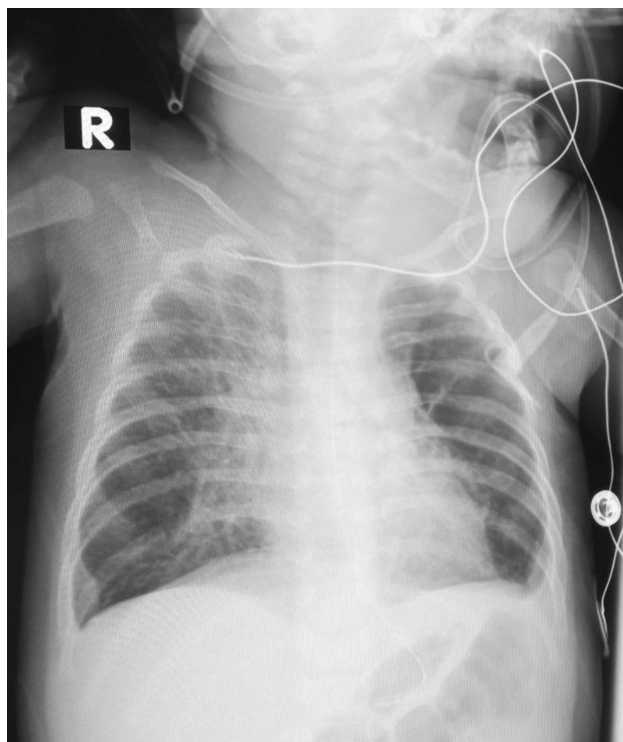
Рентгенографія ОГК. HFNC крізь лицеву маску
